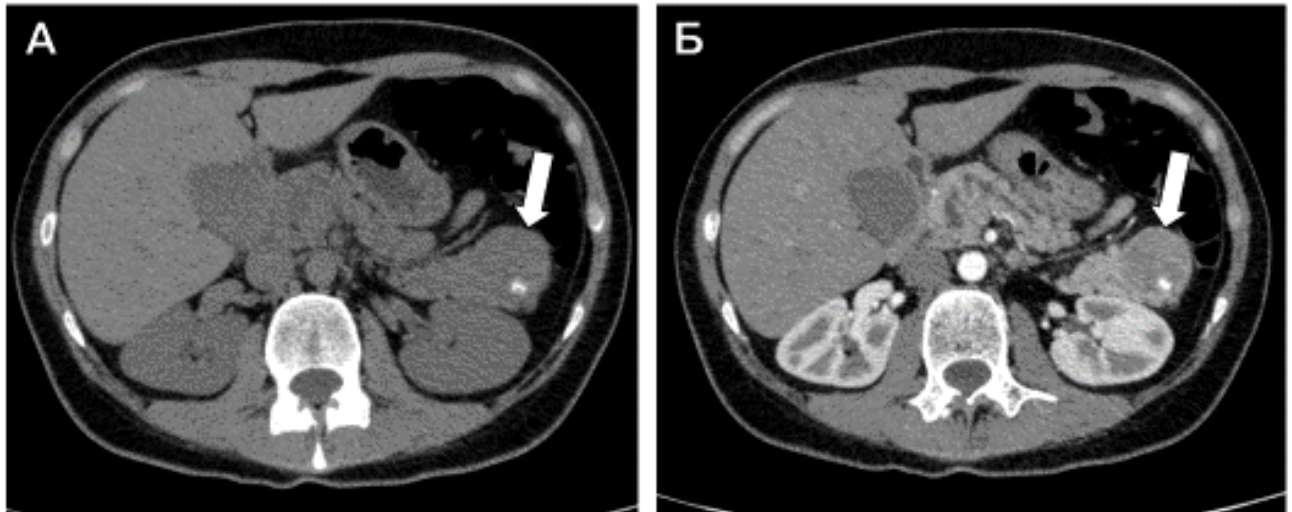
НЭО хвоста поджелудочной поджелудочной железы (Grade 2), указана стрелкой. Серия МСКТ-изображений полученных в нативную (А), артериальную (Б) фазы контрастного усиления. В нативную фазу в структуре образования визуализируется кальцинат
